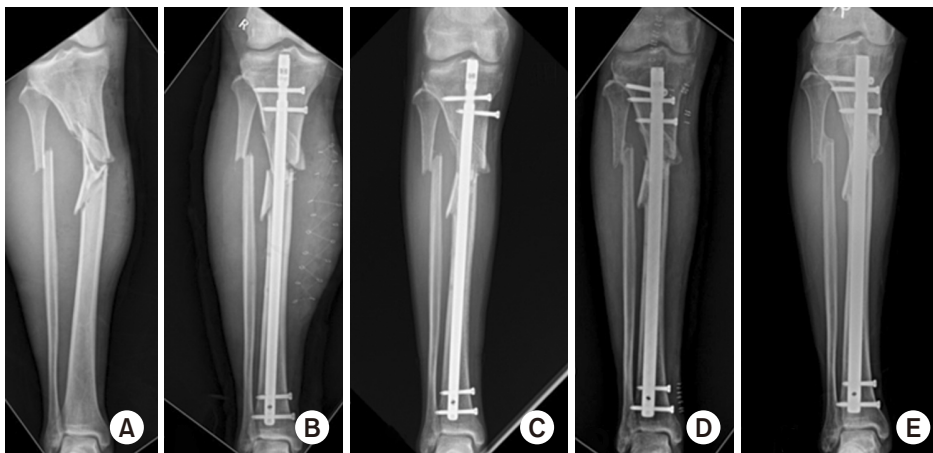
A 54-year-old male. (A) X-ray shows a right tibia shaft fracture. (B) Initially, intramedullarynailing was done. (C) After 8 months, the X-ray shows atrophic nonunion. (D) Postoperative radiograph after exchange nailing. (E) Finally, union observed.
